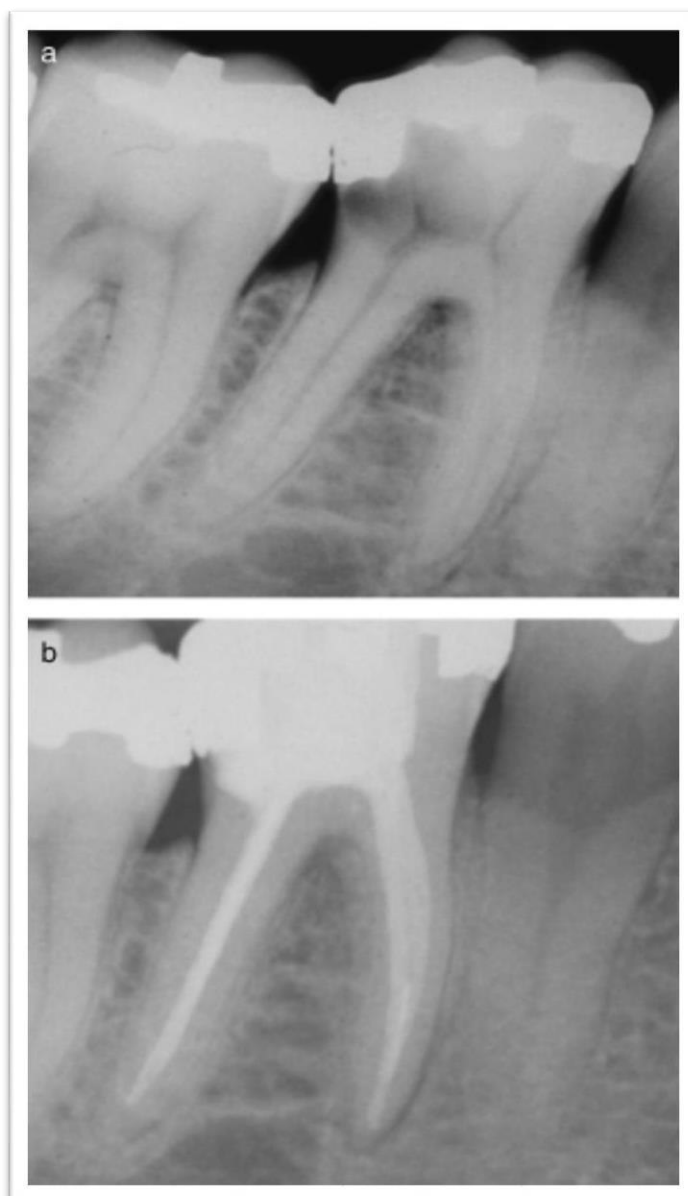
(a) Una radiografía de reabsorción inflamatoria interna en el área de la pulpa coronal (diente de la Fig. 7). La reabsorción está afectando a un área relativamente grande alrededor un cuerno pulpar mientras que las otras áreas no se verán afectadas. (b) El mismo diente después del tratamiento de conducto radicular y restauración de la zona de la resorción. Fuente : Endodontics Topics
